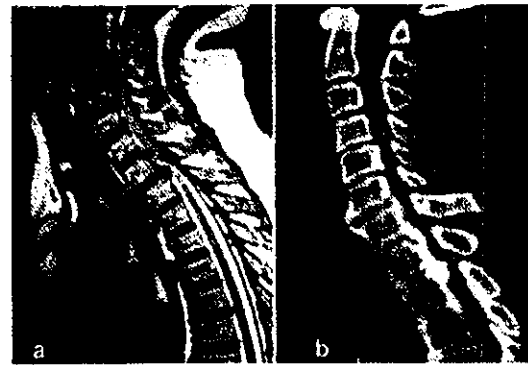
(a) MRI T2 sagittal 像。C4 から Th2 にかけて脊髄圧迫所見をみとめる。(b) CT MPR 像。C7 から Th2 にかけて後縦靭帯骨化がみられる。
